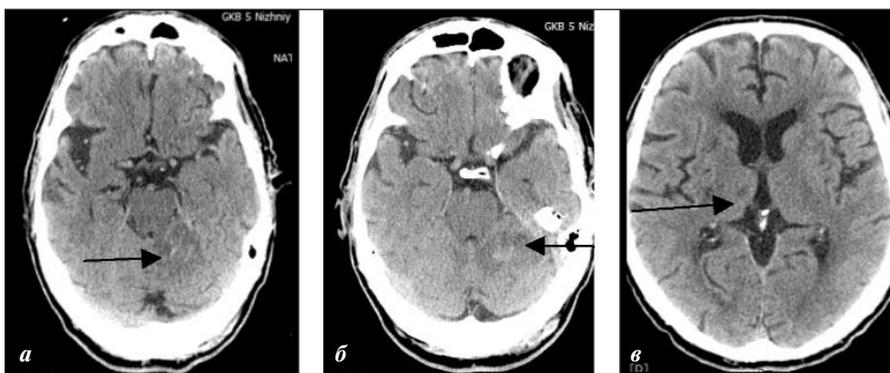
КТ головного мозга через 24 ч после ТЛТ: а — ишемический очаг в левой гемисфере мозжечка (стрелка); б — геморрагическая трансформация очага инфаркта в левой гемисфере мозжечка по типу ГИ I (стрелка); в — очаг ишемии в правом таламусе (стрелка)
